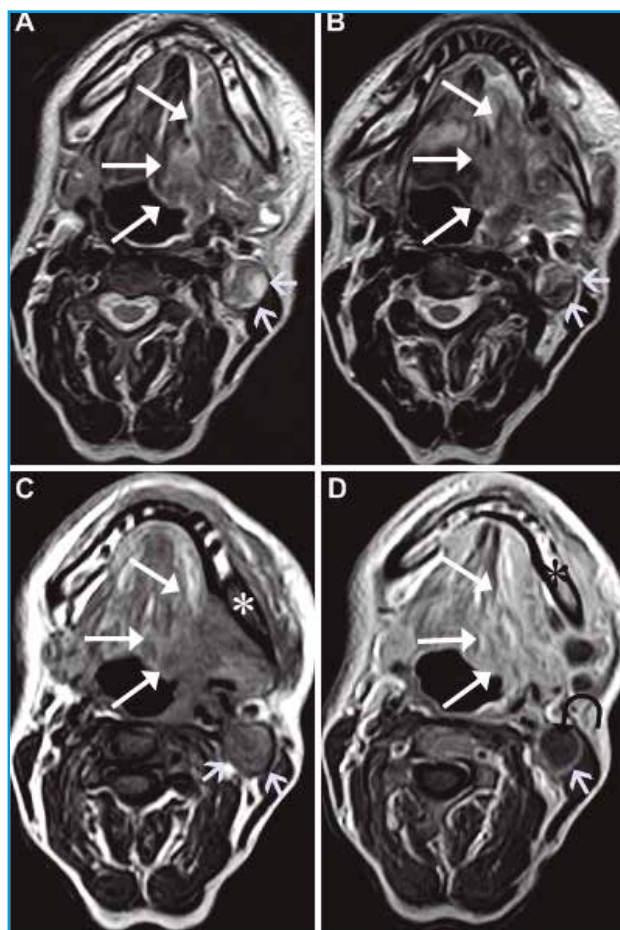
RM de región cervico-facial en varón de 52 años, portador de un carcinoma epidermoide bien diferenciado del trigono retromolar izquierdo, extendido a suelo de boca y lengua. La señal del tumor primario (flechas grandes) y de las adenopatías (flechas pequeñas) es muy heterogénea en las secuencias ponderadas en T2 (A,B). En T1 sin gadolinio (C) se aprecia infiltración de la mandíbula (estrella) y una señal más homogénea, tanto en el tumor como en la metástasis ganglionar que se objetiva en el nivel IIA (flecha curva). Tras la administración de gadolinio intravenoso (D), se observa realce homogéneo en el tumor (flechas grandes) y en la infiltración mandibular (estrella), sin realce en las áreas de necrosis de las distintas adenopatías (flecha curva).
